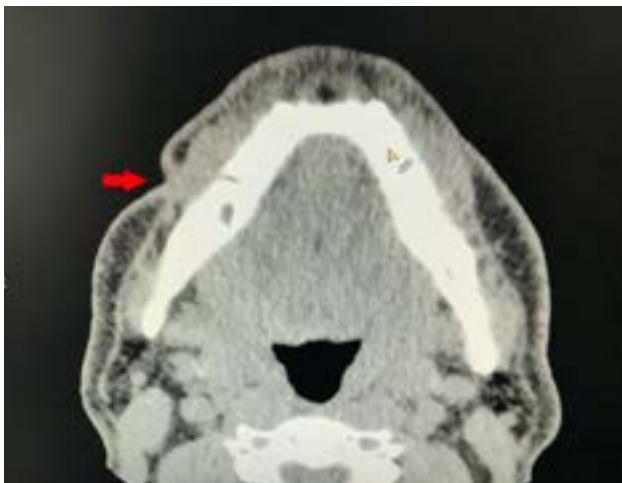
Imagen de TAC donde se observa deformidad del tejido blando asociado a la fístula.
